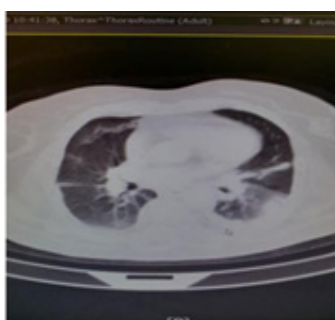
CT signs of bilateral pneumonia, bilateral exudative pleuritis, multiple foci of chest bone destruction (myeloma)
